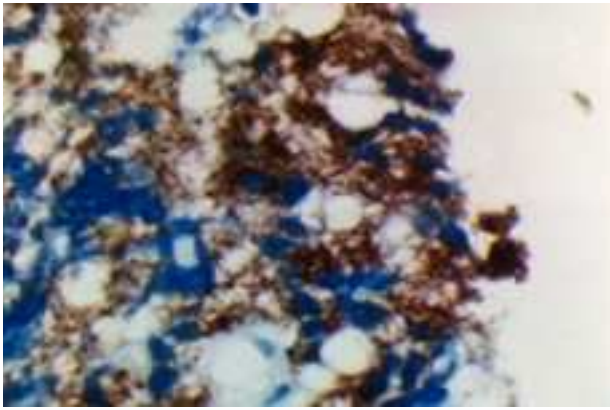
Inmunohistoquímica de la citología obtenida por punción aspirativa con aguja fina guiada por ultrasonografía endoscópica (USE-PAAF): tinción positiva para gastrina en el citoplasma.
